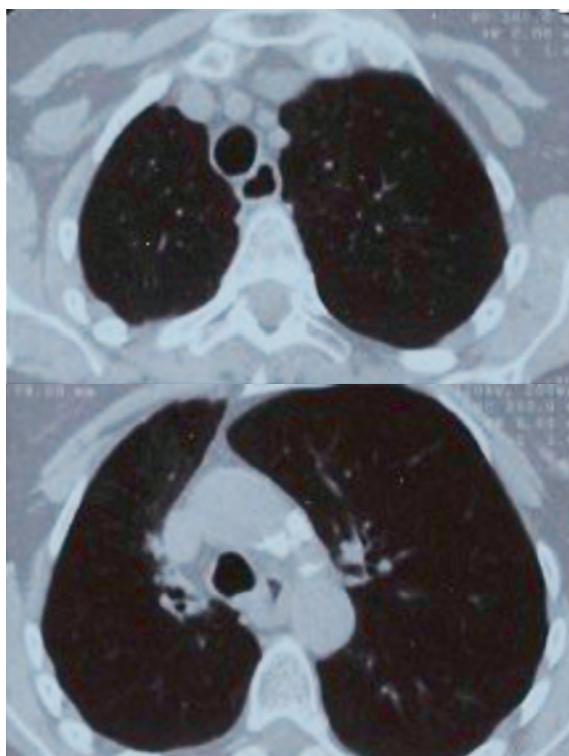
TAC de tórax – Envolvimento das estruturas do mediastino com invasão do esófago
